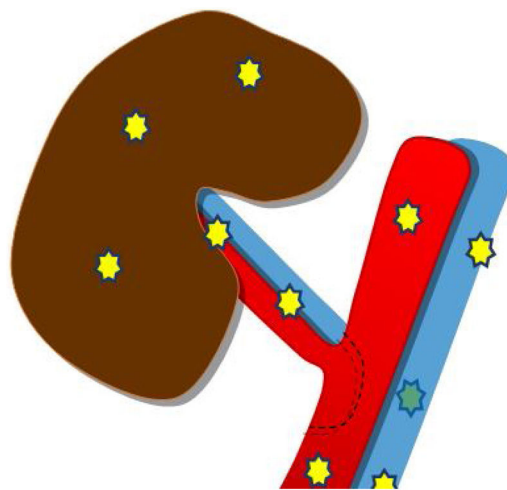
Segmentos arteriales y venosos a valorar mediante ecografía Doppler.
